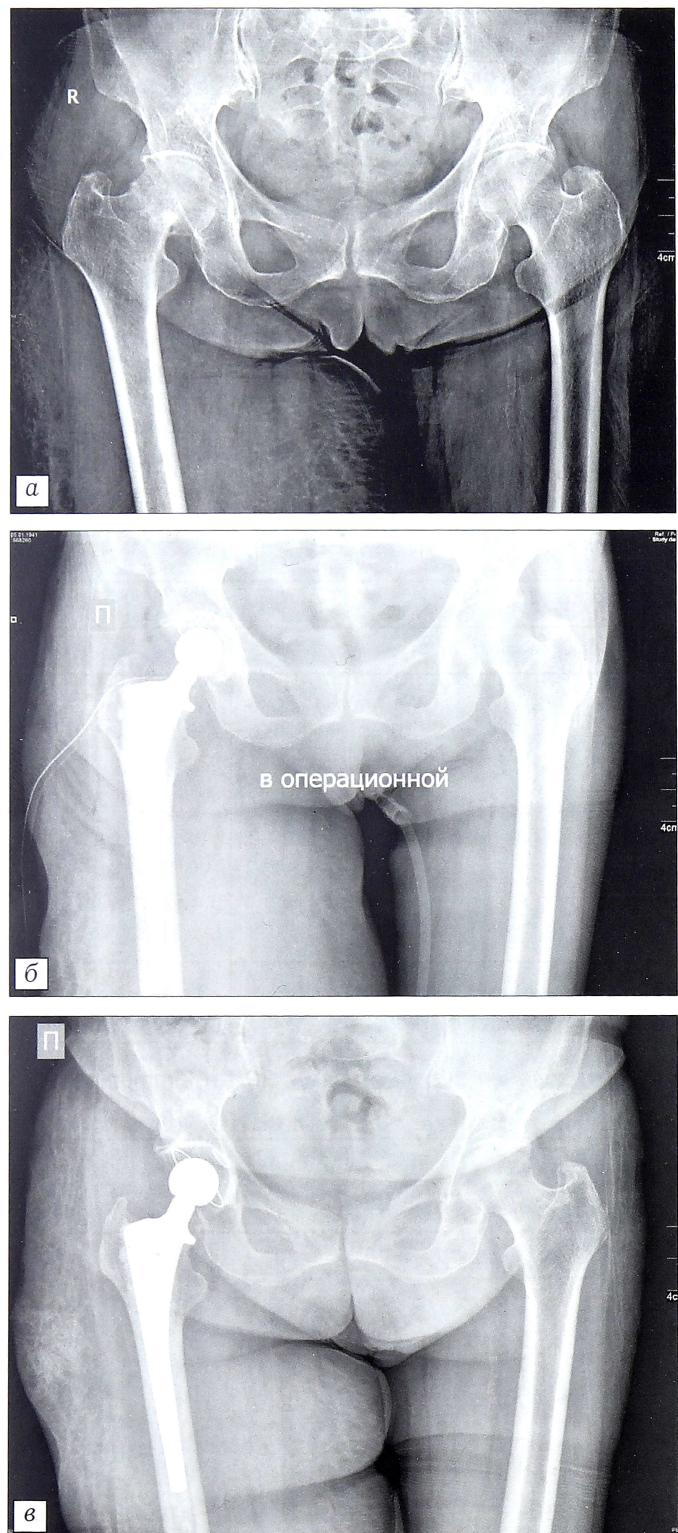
Рентгенограммы больной X. 71 года.
